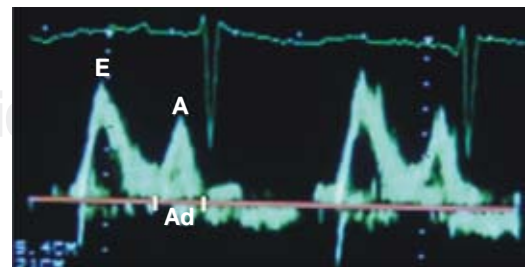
Flujo Doppler mitral obtenido por ecocardiografía transtorácica de uno de los pacientes con patrón «pseudo-normalizado».
